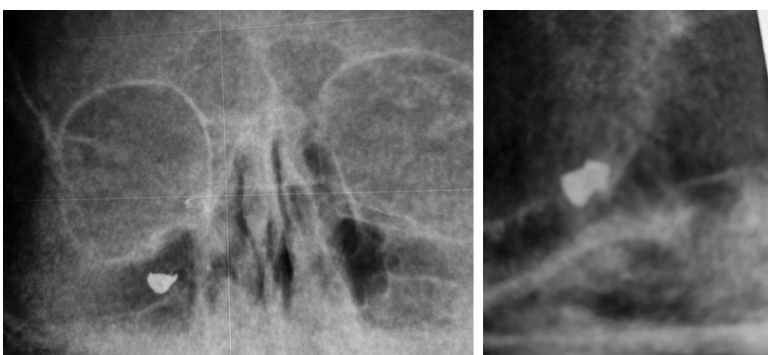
Рентгенограма черепа у 2-х проєкціях (опис в тексті).
